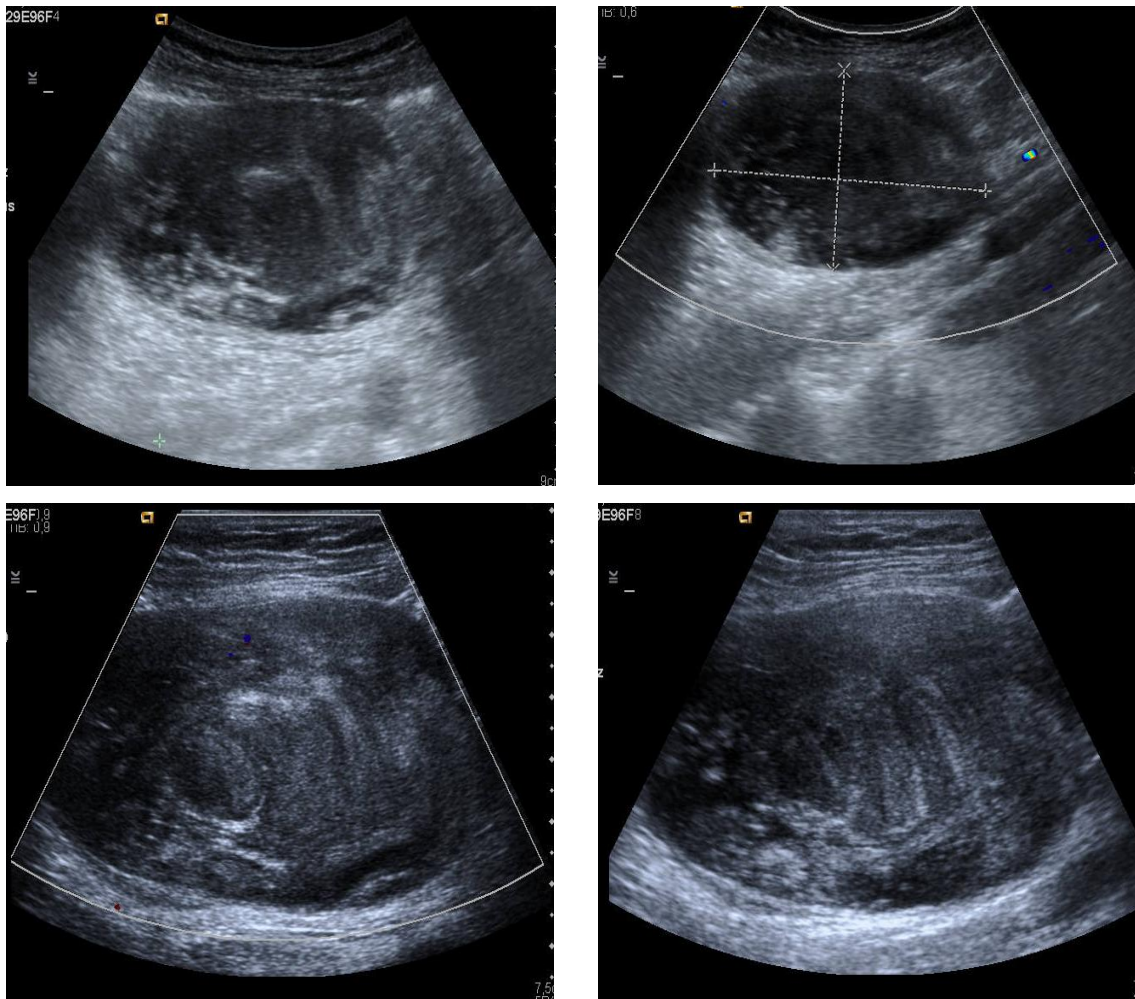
Appendix-Karzinom in der Sonographie: 5x7 cm messende inhomogen echoarme und glatt begrenzte, nicht vaskularisierte Raumforderung. Eine Zuordnung zum Darm ließ sich nicht eindeutig stellen
